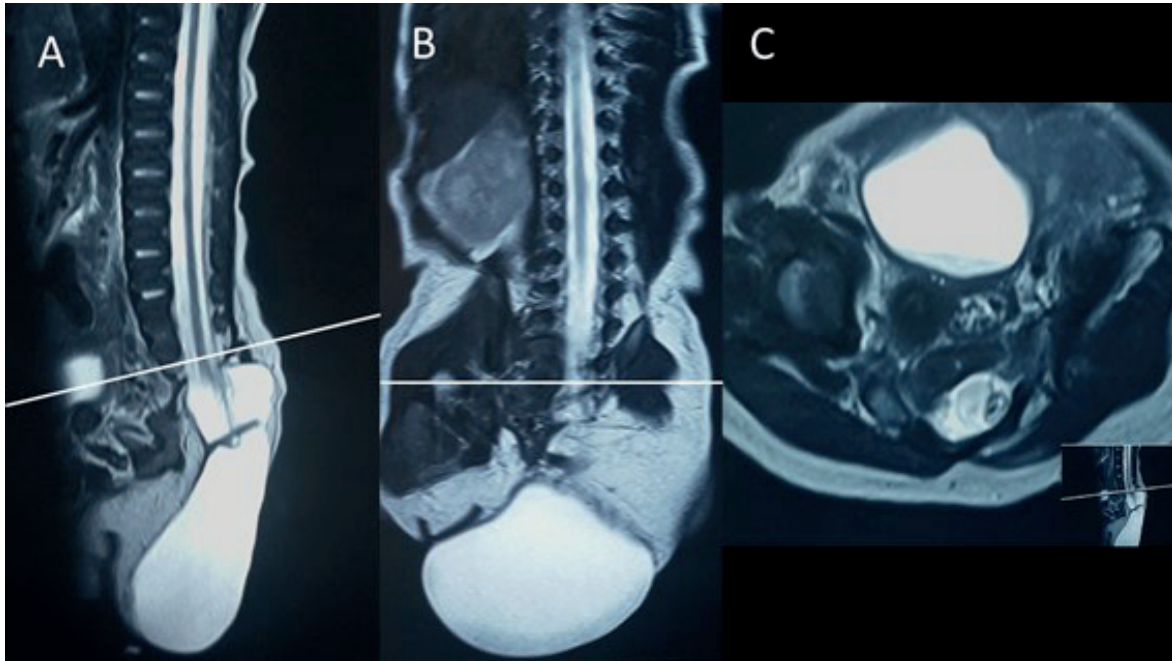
A: CORTE SAGITAL DE RESONANCIA QUE MUESTRA AUSENCIA DEL HUESO SACRO; SE OBSERVA EL MENINGOCELE CUBIERTO POR PIEL, CON CONO MEDULAR ANORMAL Y FIJO A LA LESIÓN. B: CORTE CORONAL DE COLUMNA QUE MUESTRA PARCIALMENTE LOS CUERPOS VERTEBRALES SACROS EN EL LADO DERECHO (FLECHA AMARILLA). C: CORTE AXIAL A NIVEL DE S1 MUESTRA EL CUERPO VERTEBRAL DE ASPECTO ANORMAL, CON LADO DERECHO RECONOCIBLE (FLECHA AMARILLA), PERO LA HEMIVÉRTEBRA IZQUIERDA ES HIPOPLÁSICA. LÍNEA BLANCA A NIVEL DE S1.
